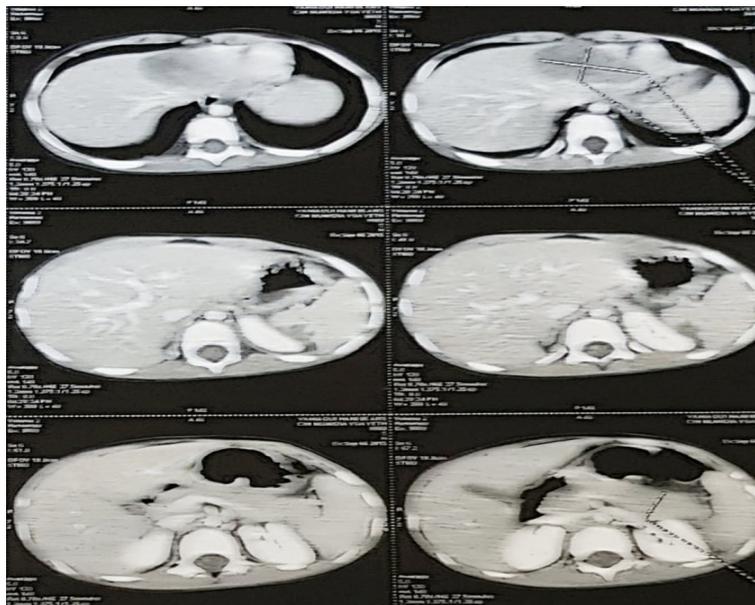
TDM abdomino pelvienne montrant des lésions hépatiques
